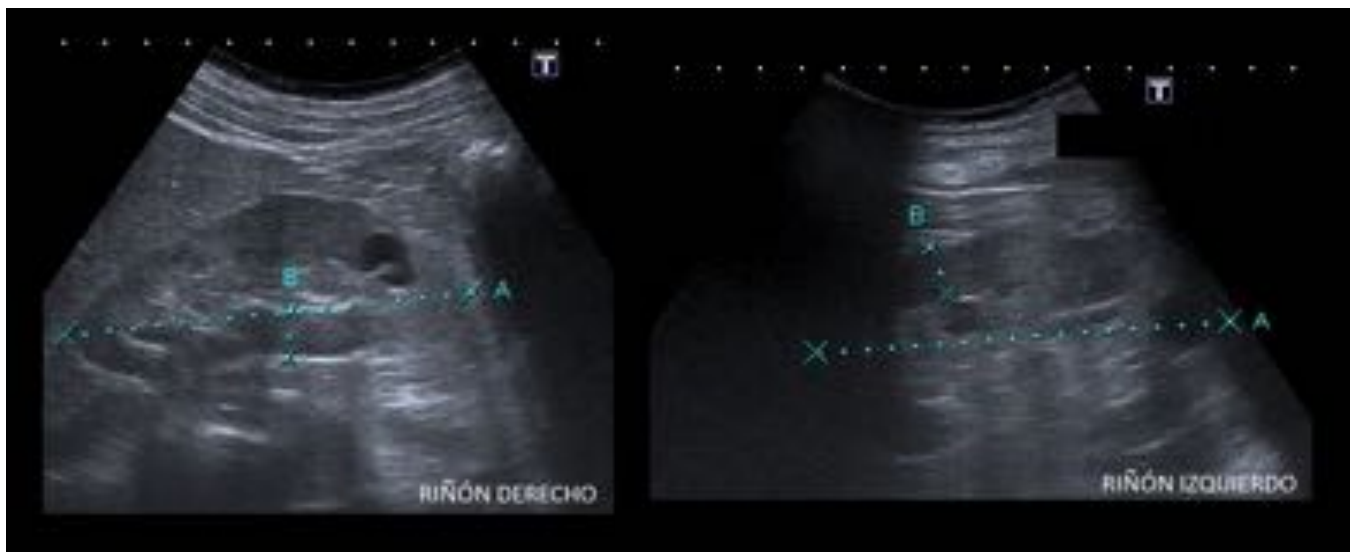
CASO 11 - Ecografía renal mostrando un aumento de ecogenicidad cortical de ambos riñones, con grosor conservado y mala diferenciación corticomedular.
